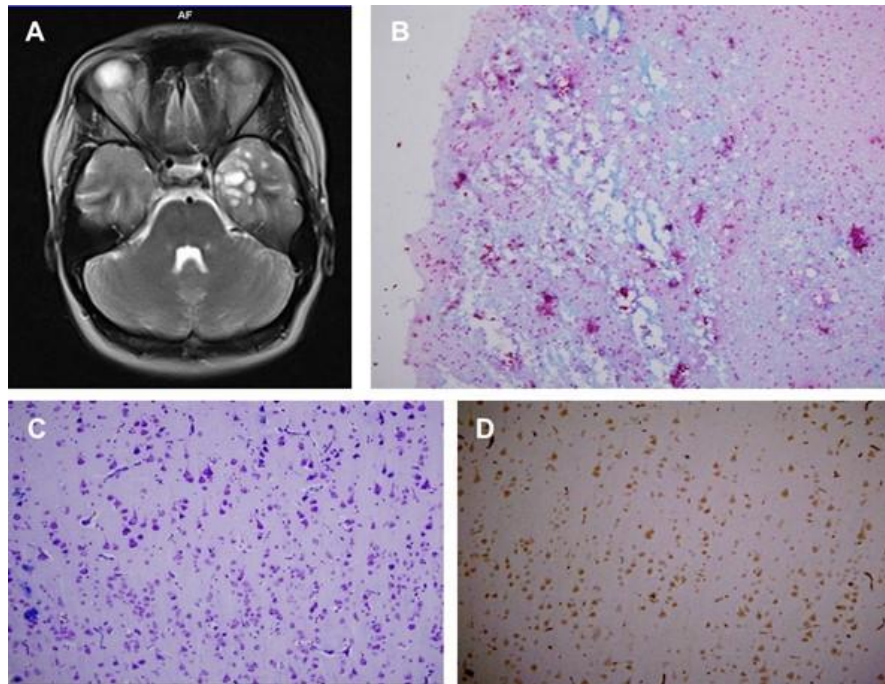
Paciente femenina de 17 años de edad con antecedentes de crisis febriles a los 3 meses. Inicio de las crisis a los 15 años. Diagnóstico histológico: displasia cortical focal tipo IIIb (DCF y tumor neuroepitelial disembrioplástico, grado I, OMS). A. Imagen de resonancia magnética en T2 que muestra lesiones quísticas en región temporal izquierda. B. Células *oligolike* y neuronas de morfología normal flotando en una matriz de mucina. Azul Alcian, 10x. C-D. Dislaminación de las capas III-IV de la corteza. C. Klüver-Barrera, 20x. D.- NeuN, 20x.
